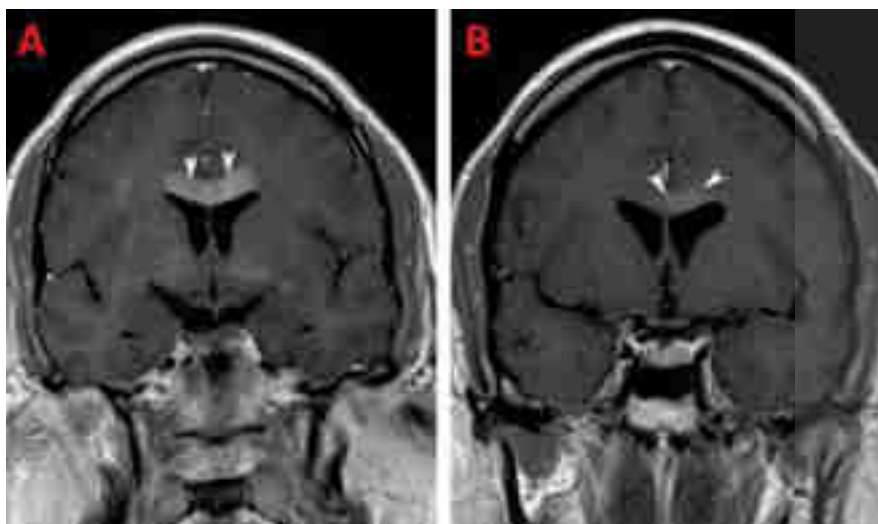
Impact des glucocorticoïdes sur l'IRM.³
